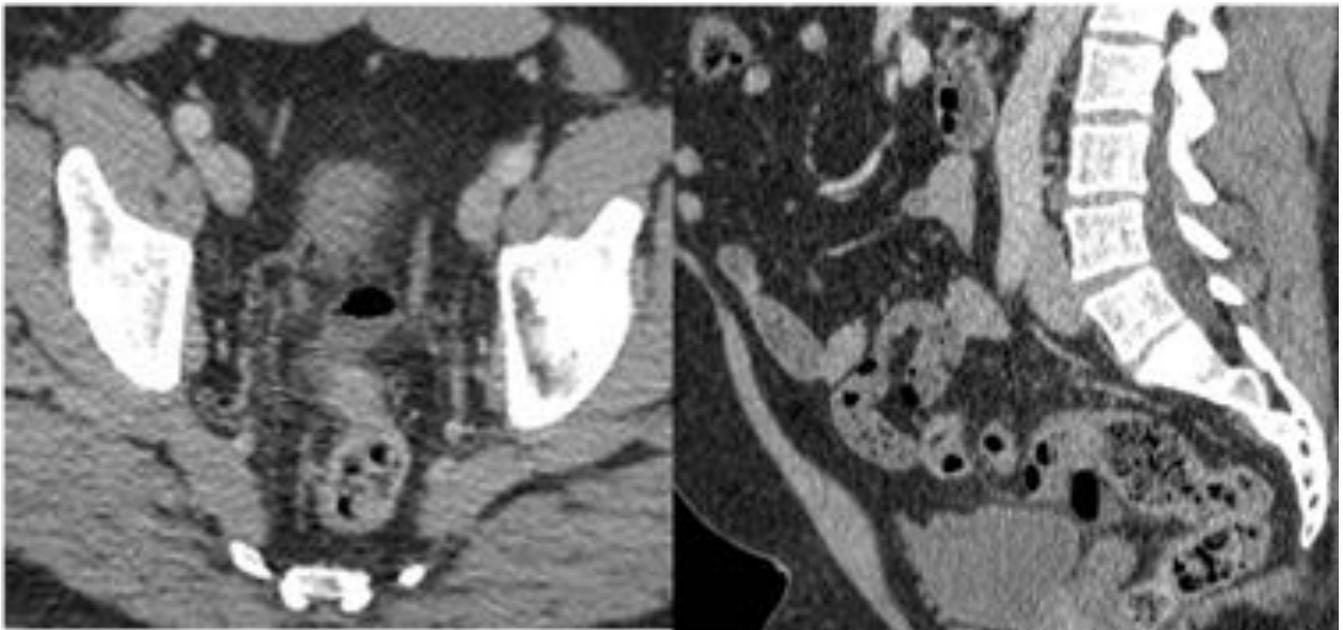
TC abdominal axial y reconstrucción sagital. Divertículo en recto-sigma.
